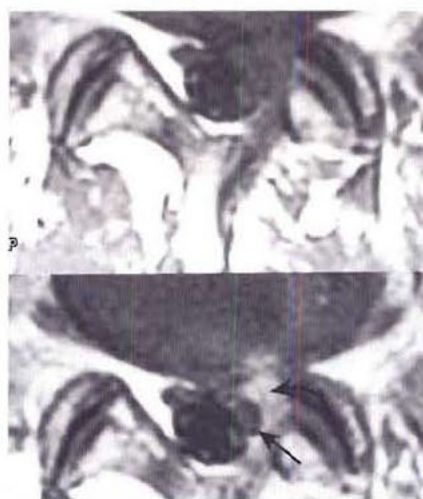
Rehaussement d'un tissu de granulation hypervascularisé situé autour d'une racine nerveuse, après injection intraveineuse de gadolinium – coupes axiales d'IRM pondérées en T1. Le premier cliché (en haut) ne permet pas de visualiser la racine tandis que le cliché réalisé après injection du produit de contraste (en bas) met en évidence la racine nerveuse (flèche) cernée de tissu mou hypervascularisé (flèche incurvée).
